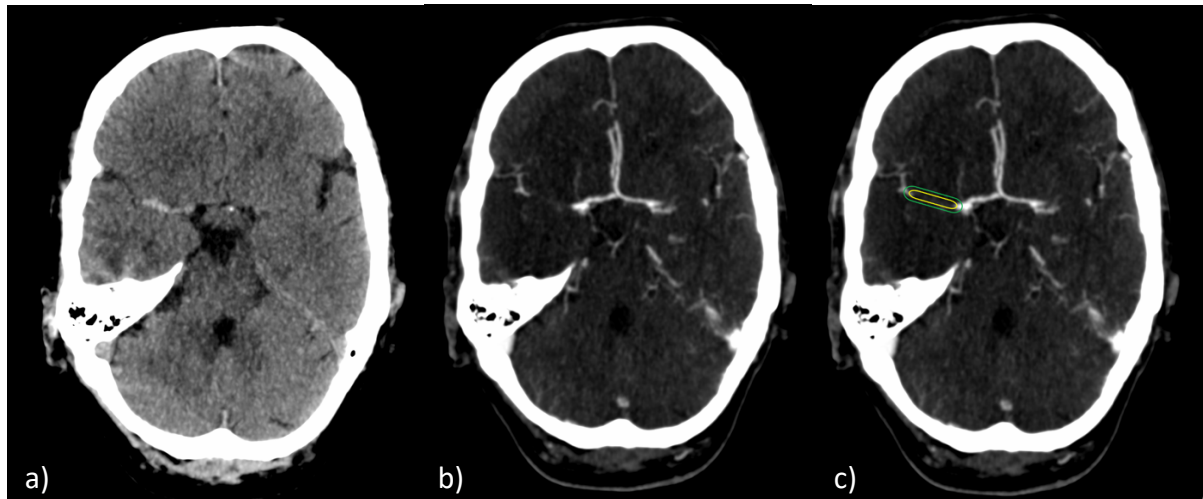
Überblick über die initiale multimodale CT-Bildgebung mittels (a) NCCT und (b) CTA und die beispielhafte Darstellung (c) der berechneten ROIs in der CTA mit $r=2\text{mm}$ (gelb) für die Gefäßwand und Thromben und $r=4\text{mm}$ (grün) für die Reaktion des perivaskulären Gewebes.
